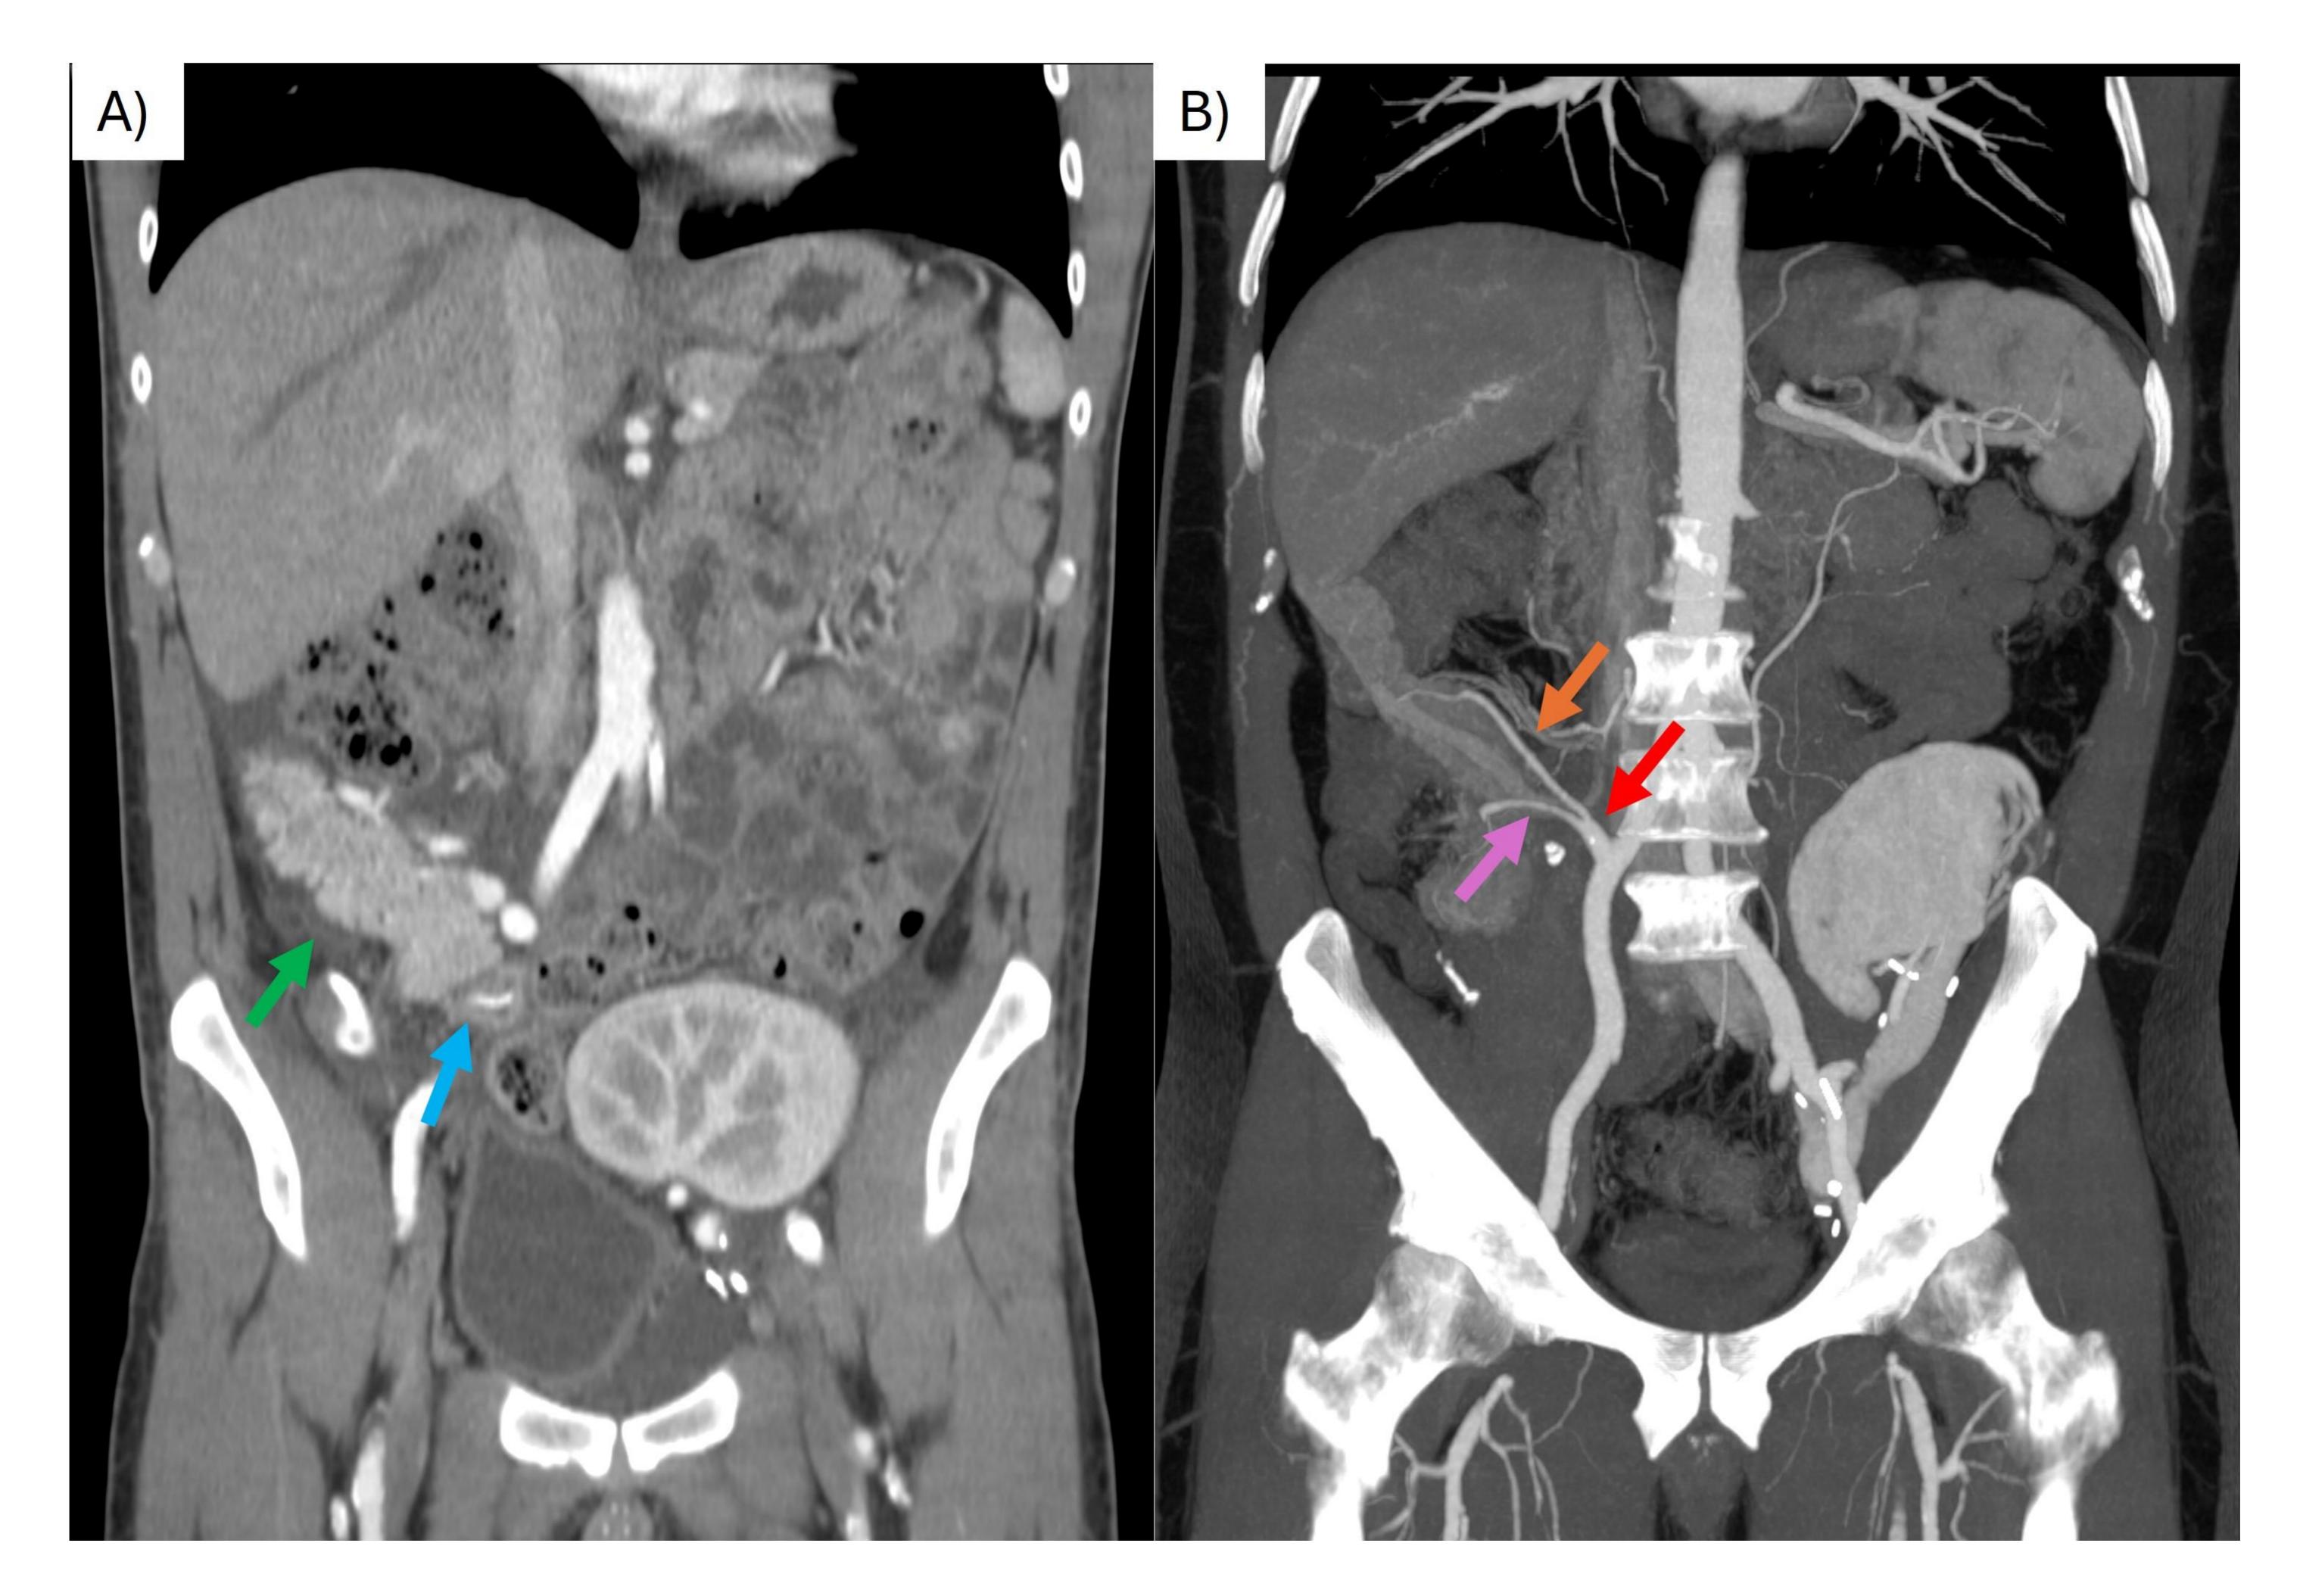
TC coronal en fase arterial. A) Injerto pancreático en el cuadrante inferior derecho que presenta parénquima y tamaño normales  $(\rightarrow)$ . Sutura quirúrgica en la anastomosis de duodenoyeyunostomía  $(\rightarrow)$ . B) Anastomosis del injerto arterial en forma de Y. La arteria mesentérica superior del donante  $(\rightarrow)$  está unida a la arteria ilíaca externa del donante y la arteria esplénica del donante  $(\rightarrow)$  está unida a la arteria ilíaca interna del donante. La arteria ilíaca común del donante está anastomosada a la arteria ilíaca común del receptor  $(\rightarrow)$ .
